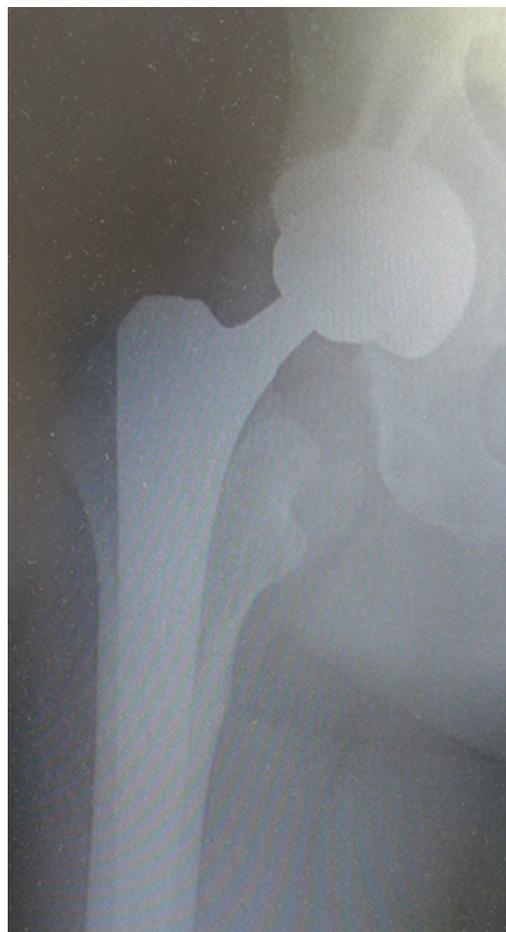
Рентгенограмма после ревизионной операции
